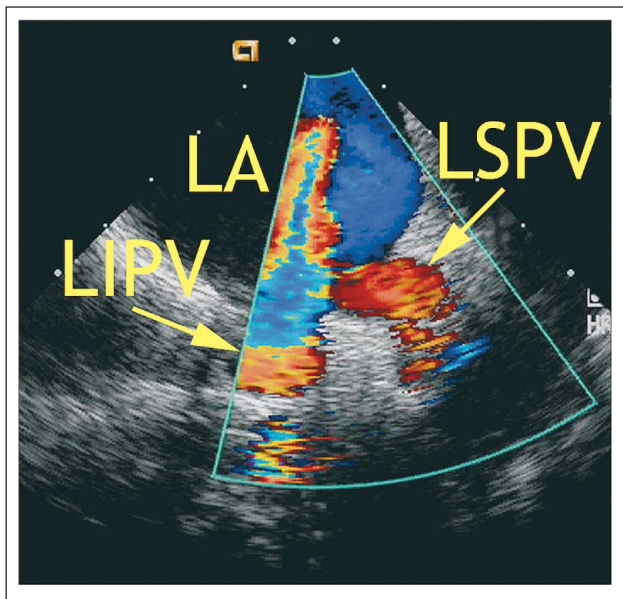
Darstellung der linksseitigen Lungenvenen und des Einstroms in den linken Vorhof mittels intrakardialer Echokardiographie. LA: linker Vorhof; LIPV: linke untere Lungenvene; LSPV: linke obere Lungenvene. Nachdruck mit Genehmigung aus [Bartel T et al. Intracardiac Echocardiography. In: Otto CM. Practice of Clinical Echocardiography. 3rd ed. W. B. Saunders, Oxford, 2007]. © Elsevier
